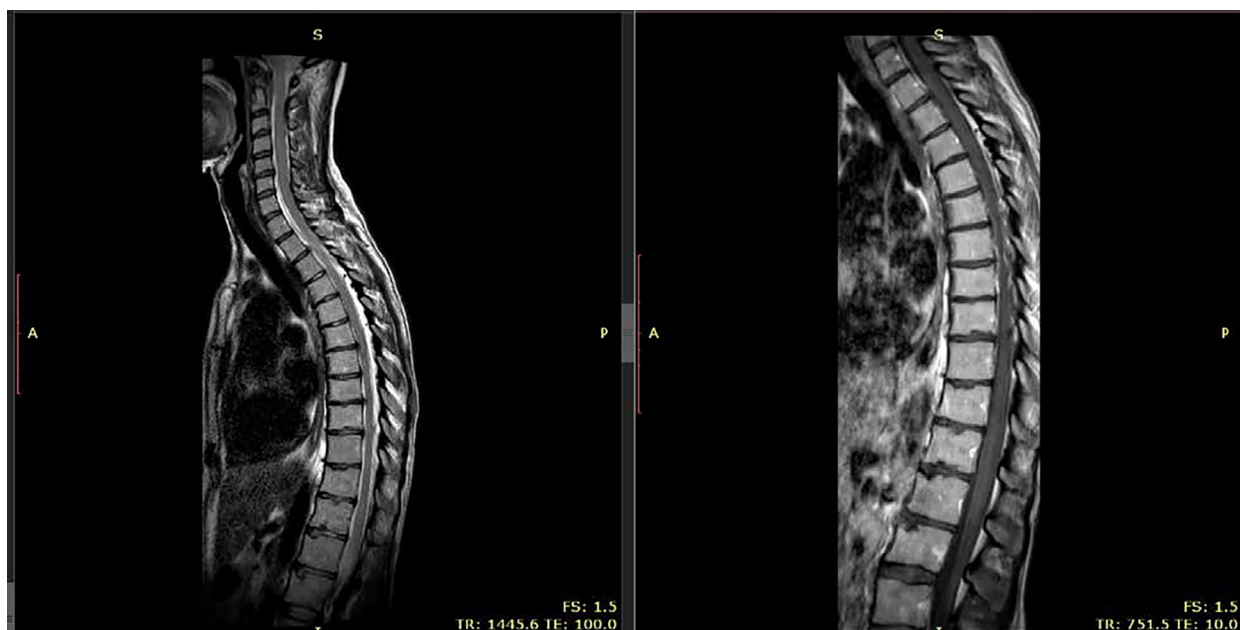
МРТ грудного отдела позвоночника с контрастным усилением. МР-картина отека паравертебральных мягких тканей на уровне Th7-Th9 позвонков, интенсивного неравномерного накопления контрастного вещества оболочками дурального мешка, обызвествленной задней продольной связки на уровне межпозвоночного диска Th6-Th7 с оказанием механического воздействия на подлежащую дуральную оболочку.
